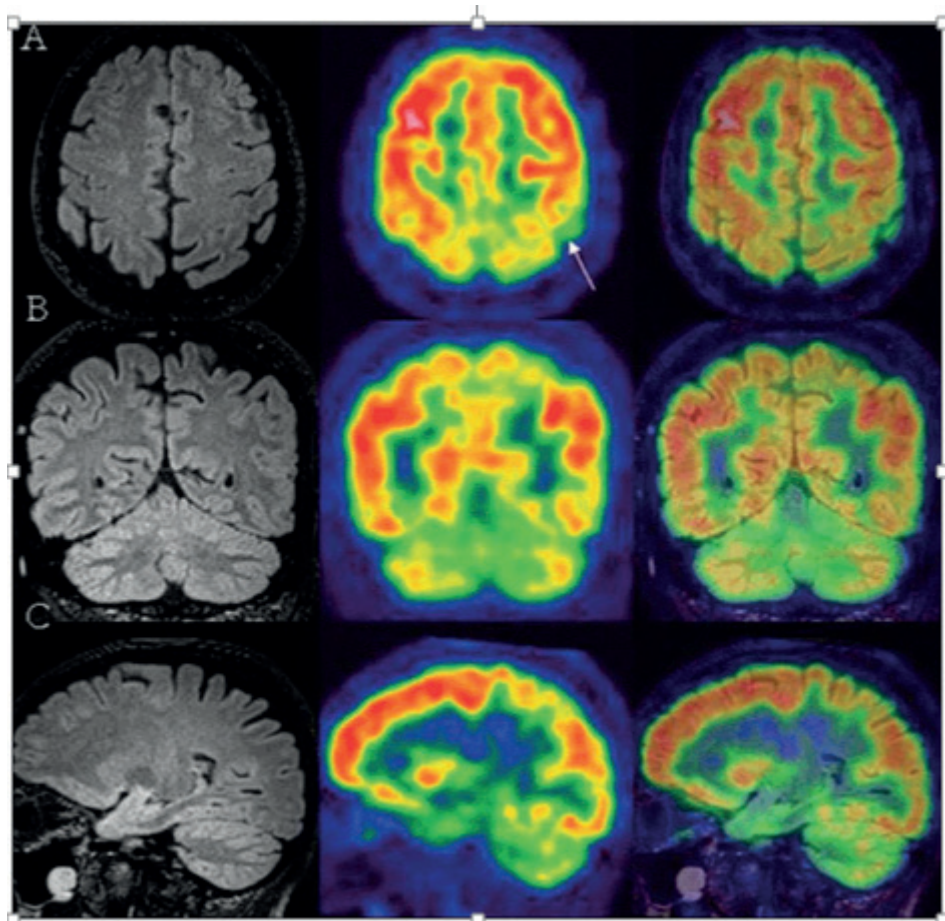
TC de um paciente de 49 anos de idade, apresentando leves episódios de esquecimento notados pela sua esposa. Exame neurológico normal, entretanto, apresentou déficit seletivo na memória declarativa. Linhas A, B e C representam imagens de RM, PET. A RM mostra discreta acentuação dos sulcos parietais posteriores. ³
